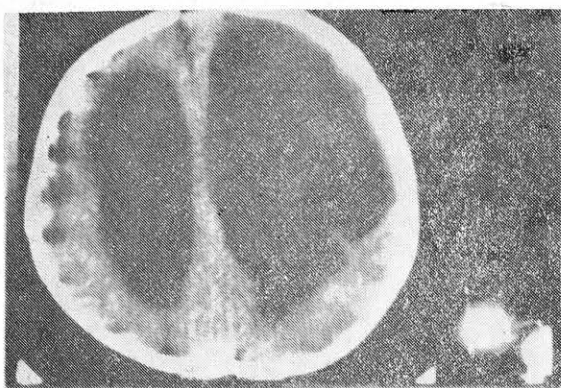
Томограмма головного мозга ребенка 5 лет. Врожденная закрытая гидроцефалия.
